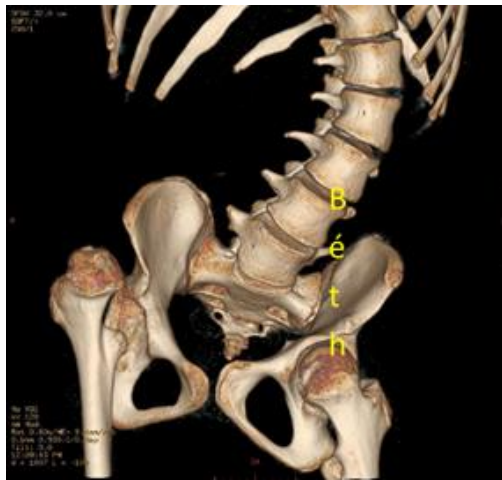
Principales déformations orthopédiques (Reconstruction TDM).(43)
